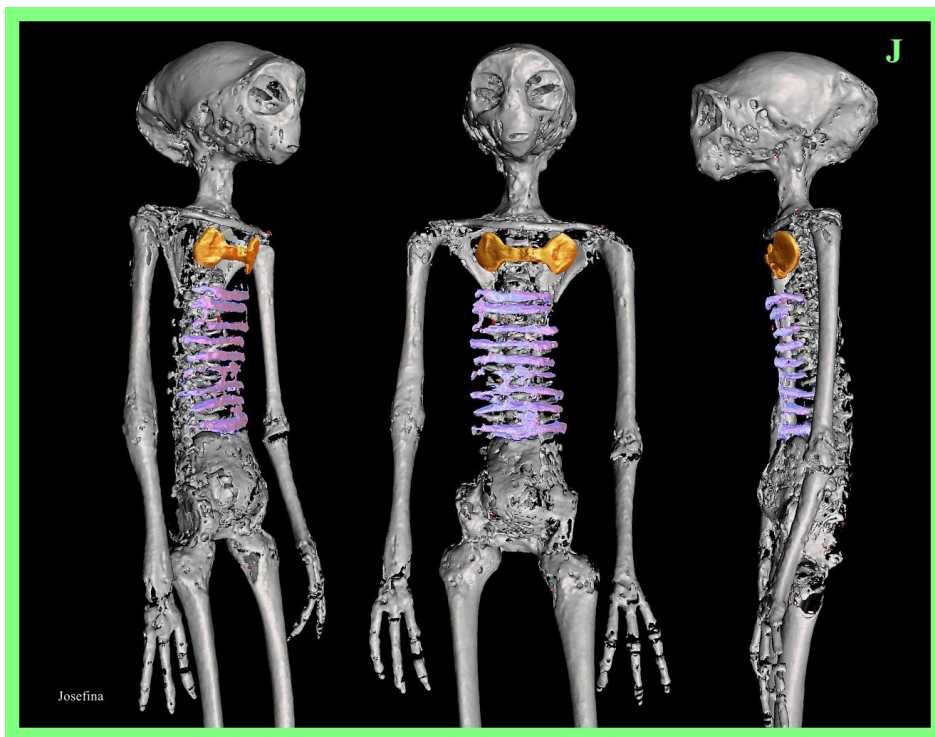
TC 3D de 'Josefina' que muestra la gastralia formando literalmente una armadura que protege la pared abdominal anterior (en rosa). Hay un implante torácico con forma de mancuerna por debajo de la fúrcula (en dorado).
